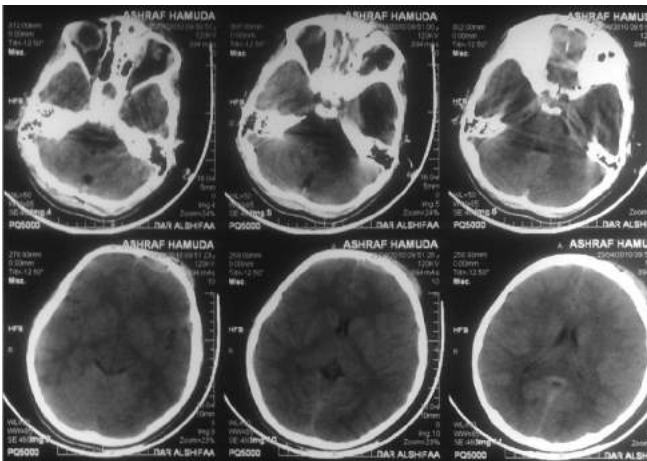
Cranial CT scan showing a very minimal left-sided, frontobasal, paramedian EDH, underlying a fissure fracture, without any space-occupying character.
